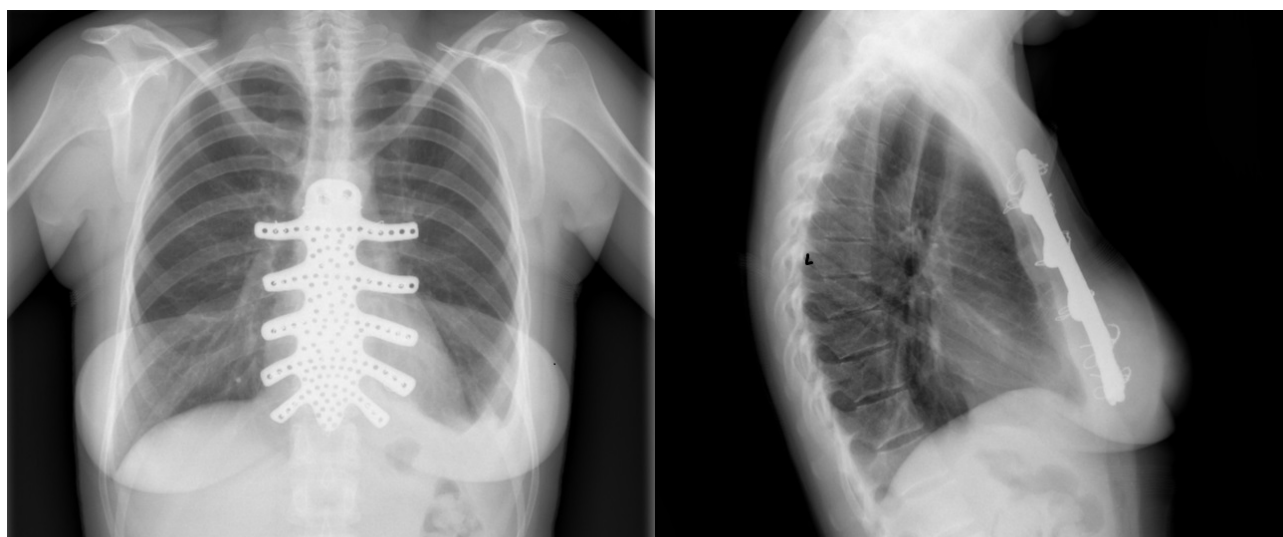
Рентгенограмма груди на 2-е сутки после операции
